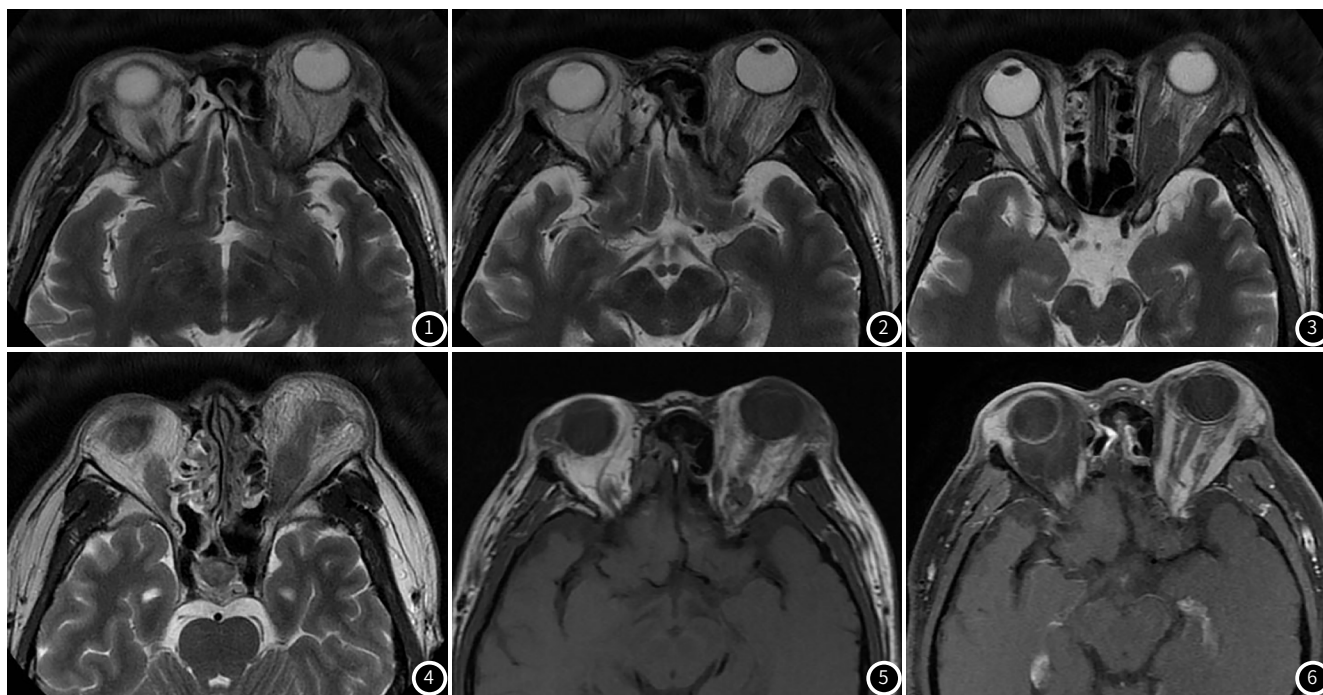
~6 肖某，男，36岁。MRI图像可见：左眼下、内、外直肌增粗，左眼视神经增粗，呈结节样改变(图1~图3)，范围约27mm×15mm，呈等T₁(图6)等T₂(图4~图5)信号；增强扫描均呈明显强化。
